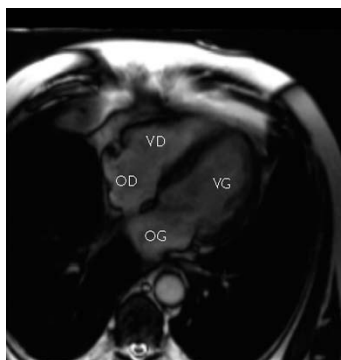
IRM cardiaque avec VD (ventricule), VG (ventricule gauche), OD (oreillette droite) et OG (oreillette gauche) (69).
